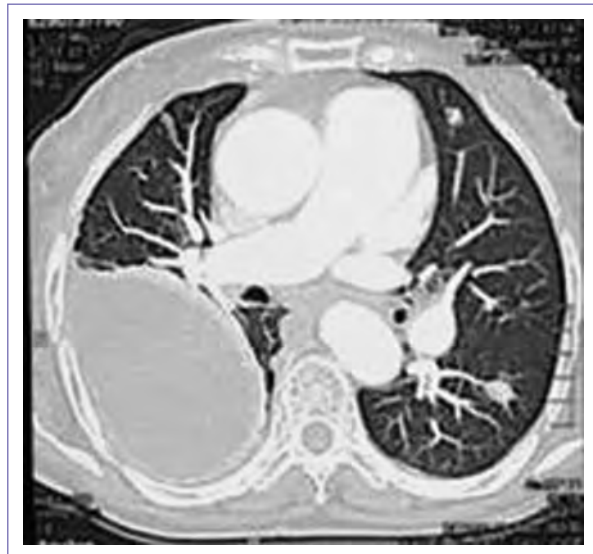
Imagen por tomografía contrastada con corte axial, con nodulaciones pulmonares, así como derrame pleural derecho.
